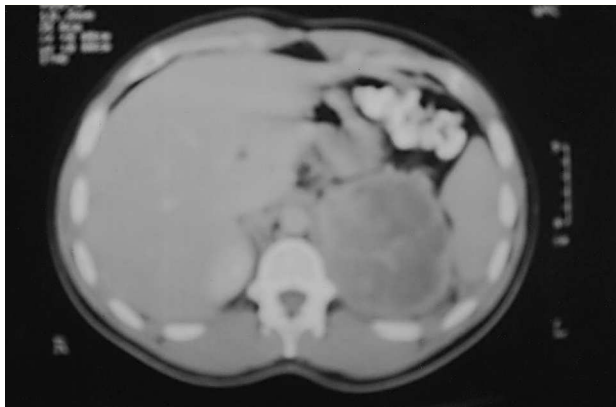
Tomografía axial computarizada (TAC) de un carcinoma suprarrenal izquierdo de 9 cm, con áreas de necrosis.
